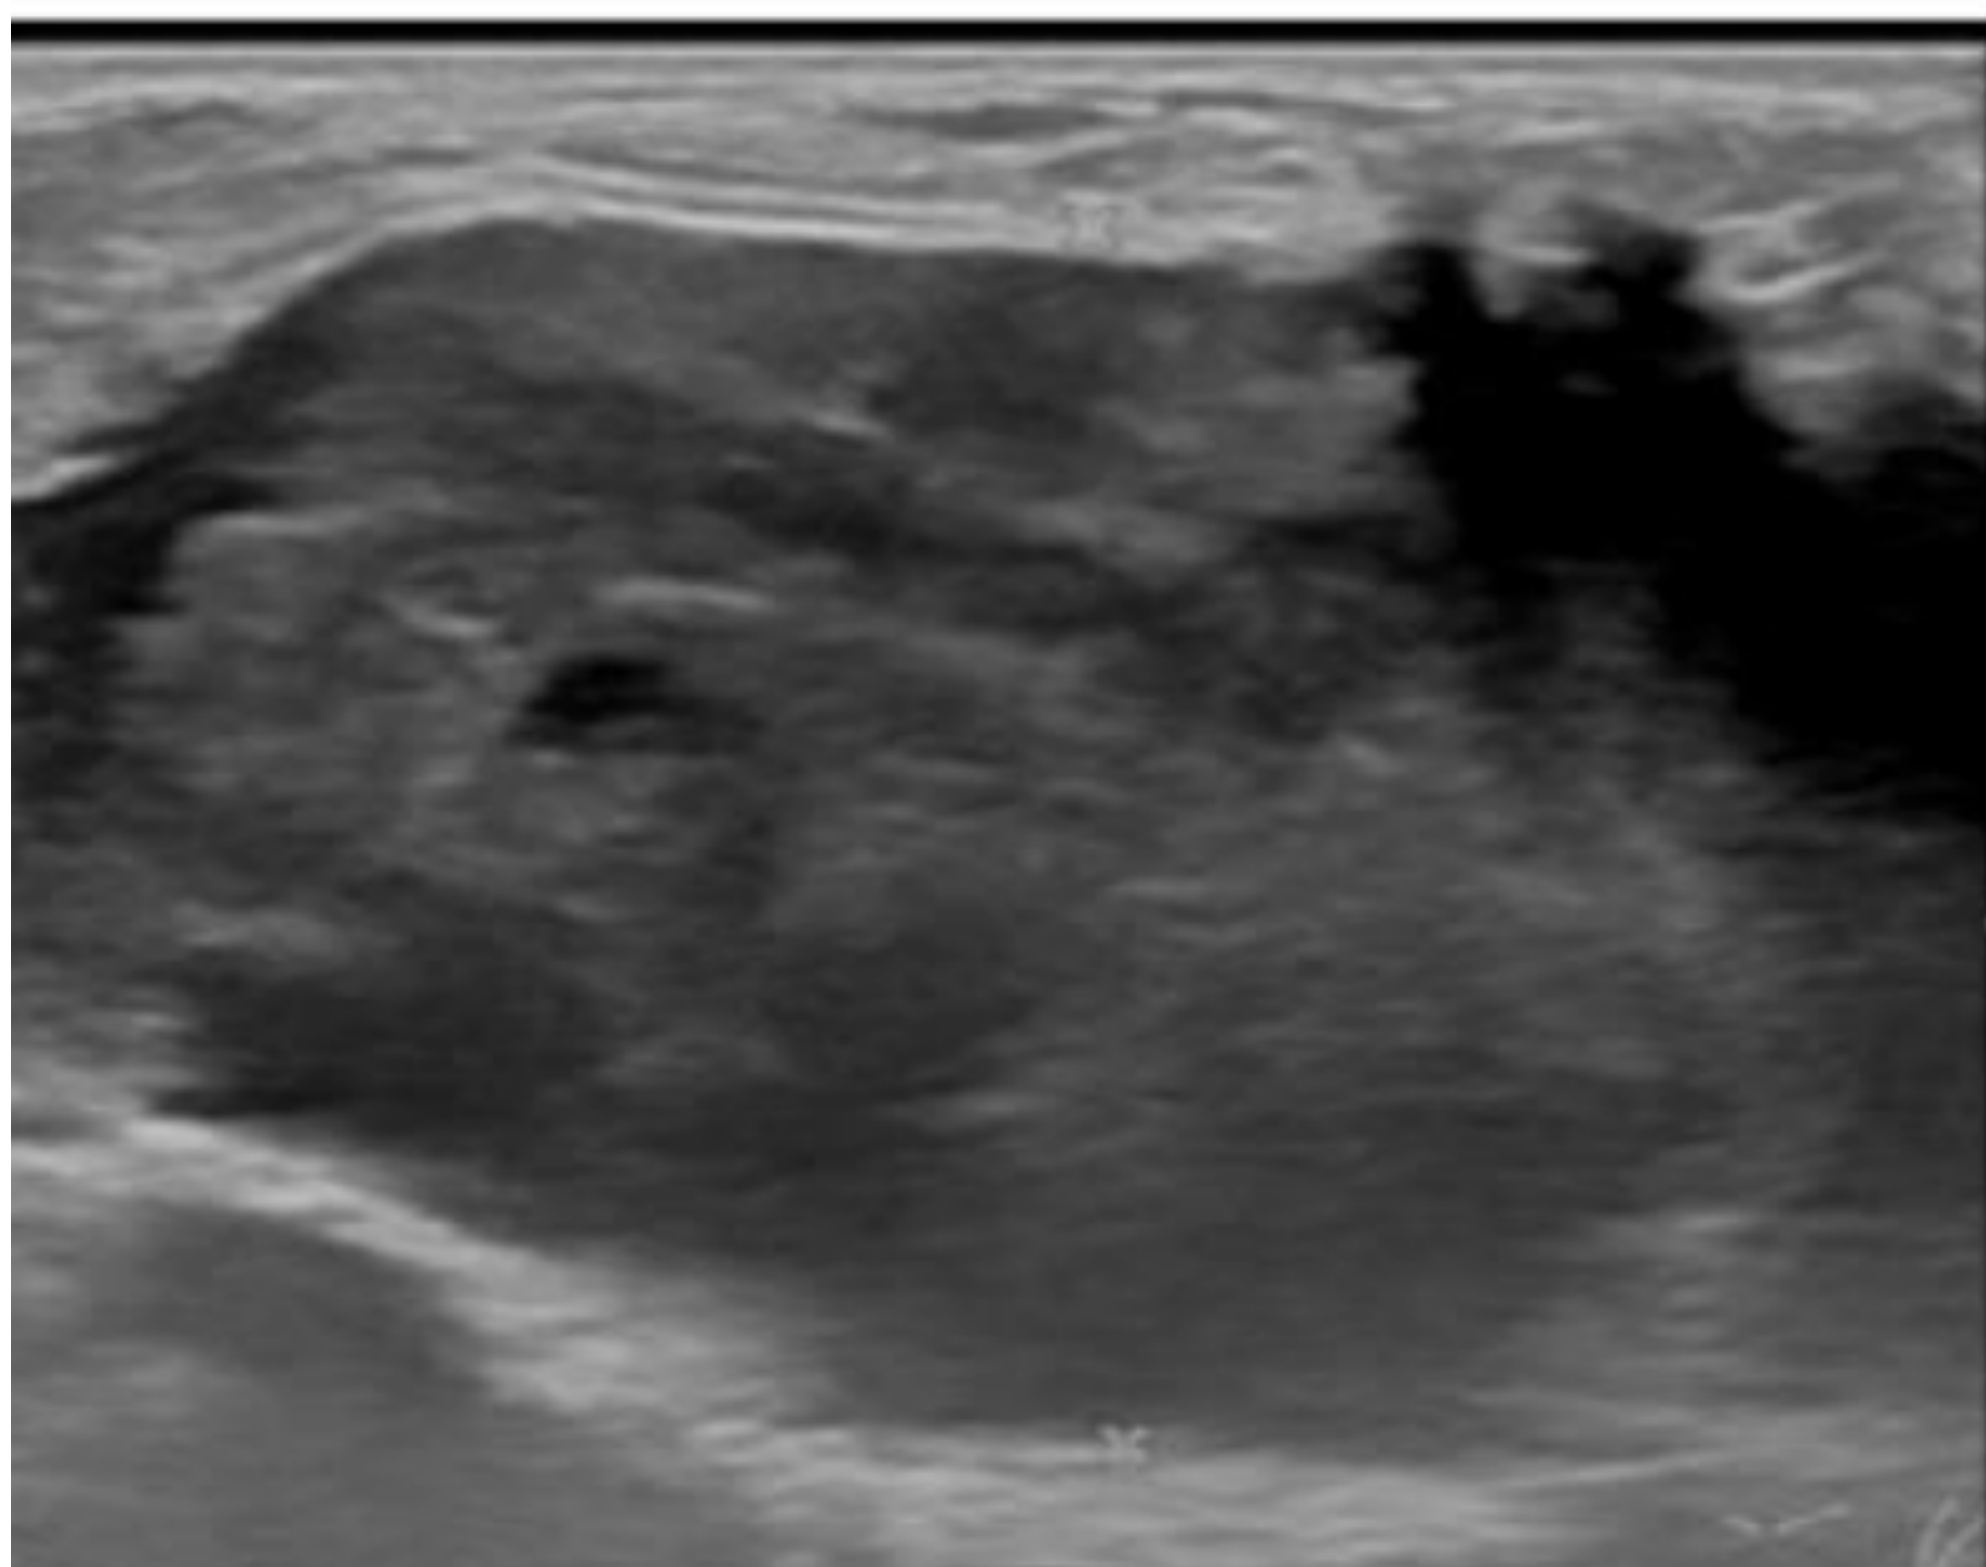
Mujer de 41 años con antecedente de rotura de prótesis con silicona extracapsular y retirada de prótesis con siliconomas residuales. En la ecografía se aprecia una gran masa heterogénea, de bordes bien circunscritos y de componente sólido y quístico con vascularización en estudio Doppler. En la TC se observa una masa heterogénea en la pared torácica que infiltra el músculo pectoral y las costillas, con gas secundario a ulceración cutánea o sobreinfección. En PET-CT comportamiento agresivo hipermetabólico. El estudio histopatológico reveló degeneración maligna a CCE de un siliconoma.
